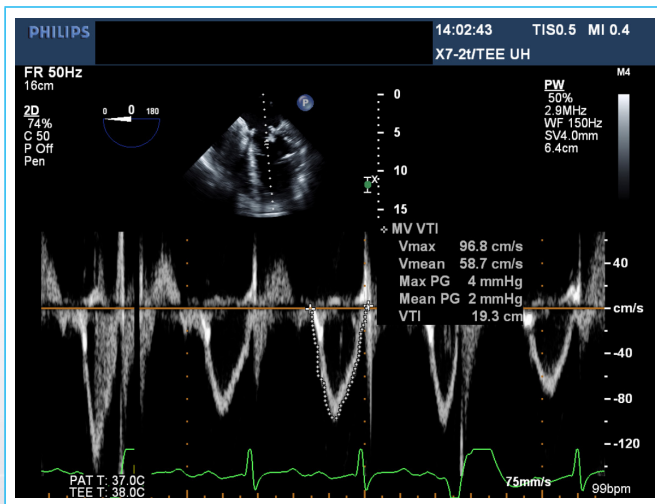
Doppler pulsado de la válvula mitral, posterior al reparo, con gradiente medio de 2 mmHg (normal).
